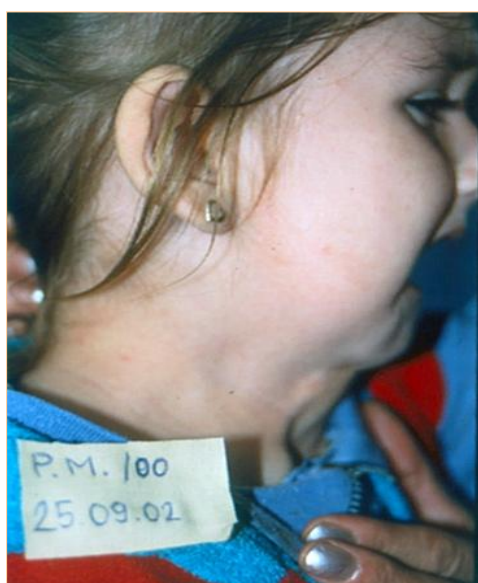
Slika R-4. Bolesnica P.M. sa rascepom usne i vaskularnim tumorom u rascepu, ankiloglosijom i uvlačenjem mekih tkiva gornjeg dela grudnog koša zbog rascepa sternuma (slika levo). Radiografski snimak pokazuje rascep mandibule u srednjoj liniji i dijastazu sternalnih glava klavikula (slika desno)
